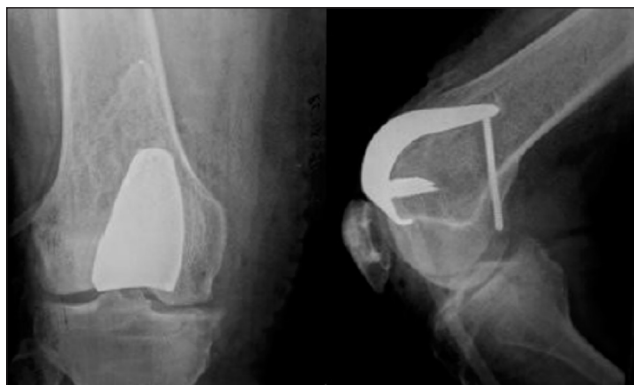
Рентгенограмма правого коленного сустава пациентки Р. после операции
